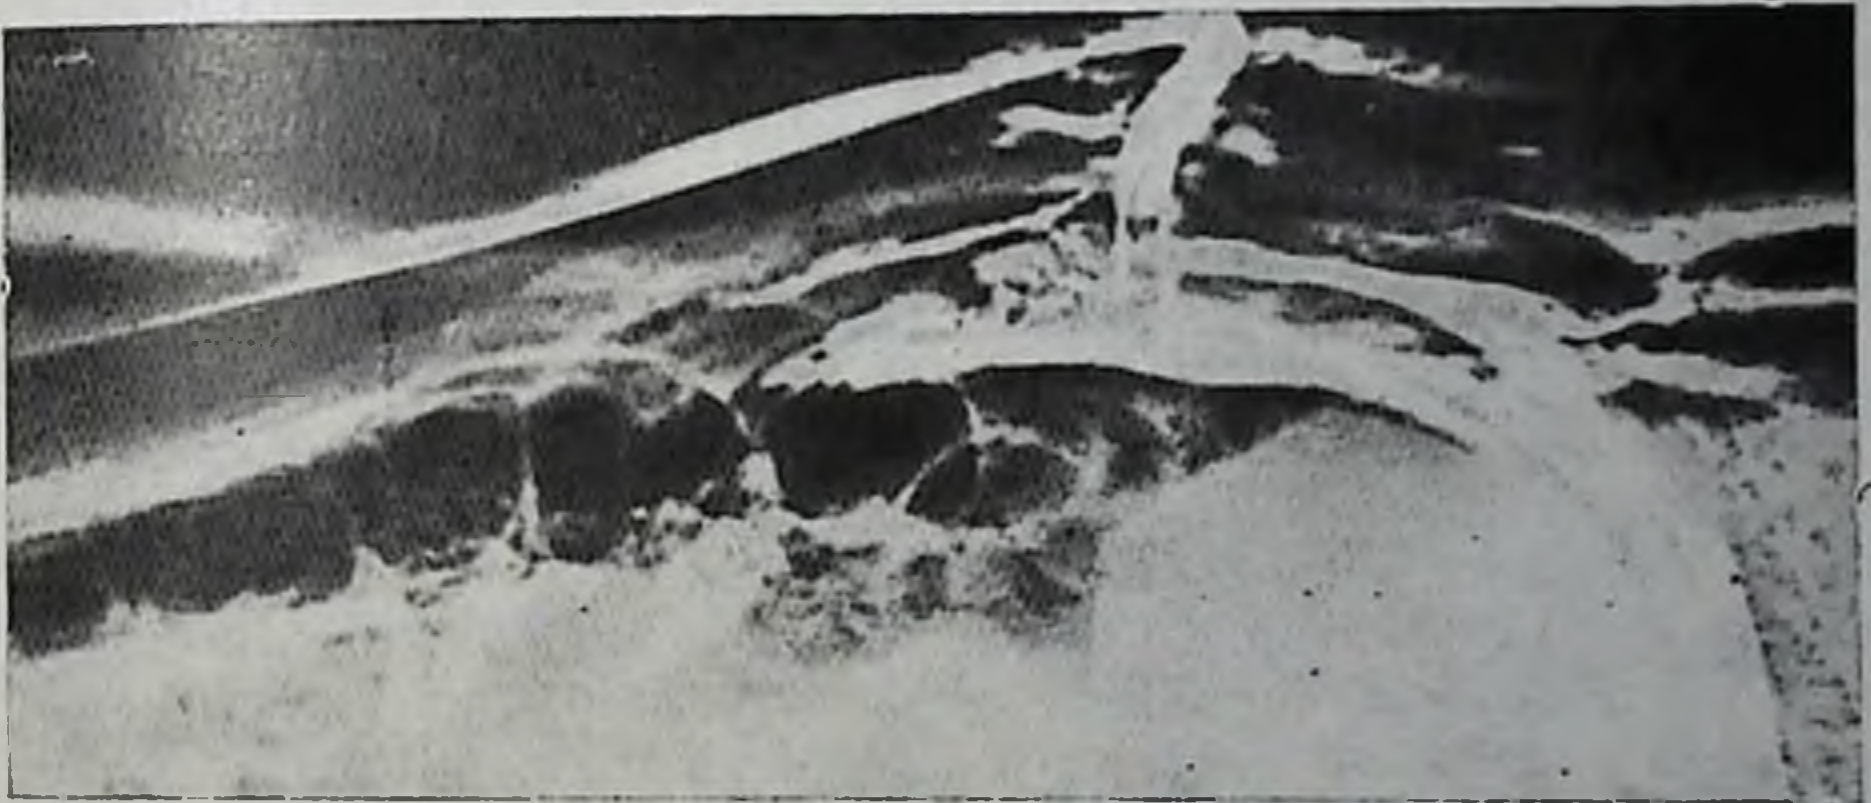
Непроникающее ранение живота. Вульнерография. Контрастное вещество скопилось в стенке живота по ходу раневого канала (электрорентгенограмма).
